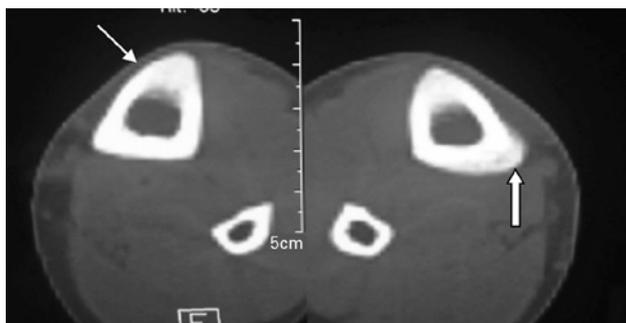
TAC correspondiente al paciente de figura 4. Observar el cambio en la estructura de la tibia en su sector póster interno, (flecha gruesa) con esclerosis, reacción perióstica y endóstica) ambas flechas
